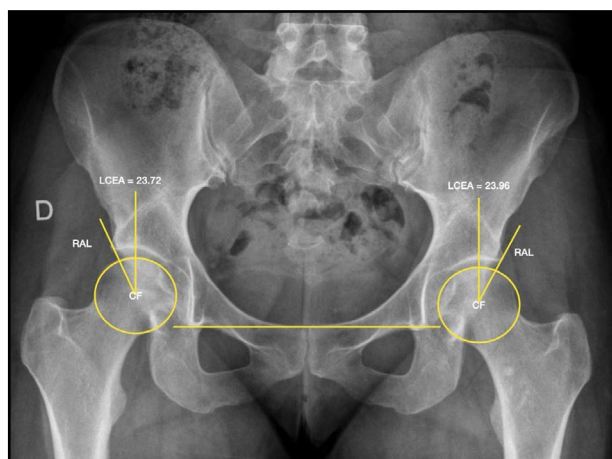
Radiografía A-P de pelvis que muestra la medición del ángulo centro-borde lateral (LCEA de Wiberg) en ambas caderas. Se señalan el centro de la cabeza femoral (CF) y el reborde acetabular lateral (RAL) como referencias anatómicas para la medición del ángulo de cobertura acetabular.
